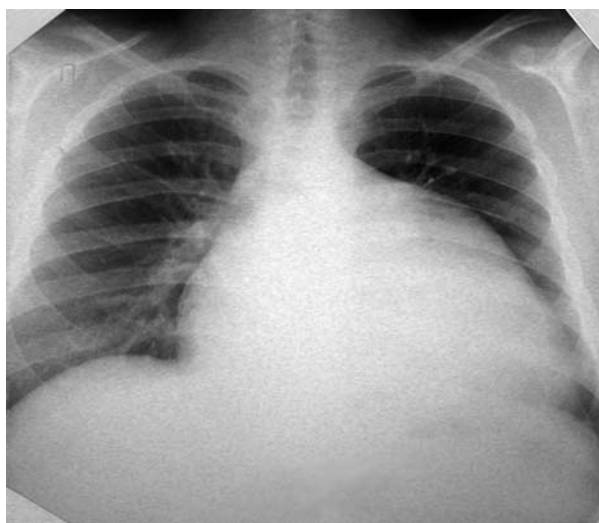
Рентгенограмма пациента Д. В., выполненная до имплантации ИЖС
